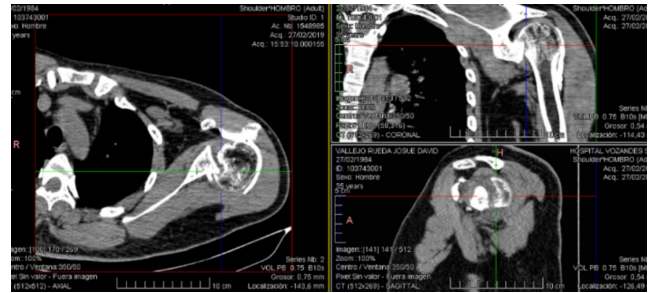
Tomografía computarizada de hombro en los tres planos, evidenciándose luxación posterior con lesión de Hill Sachs reversa con aparente lesión de cortical posterior del reborde glenoide.
